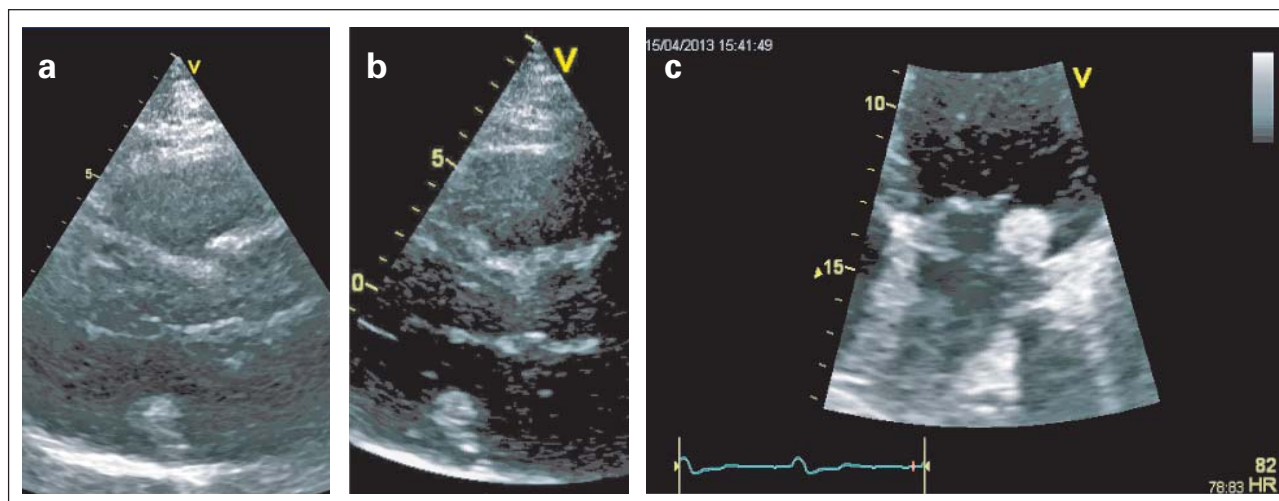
Hyperdense echogene Struktur im Bereich des posterioren Mitralrings: (a) Parasternaler Längsschnitt, (b) Dreikammerblick, (c) Vierkammerblick (700 Zoom)
